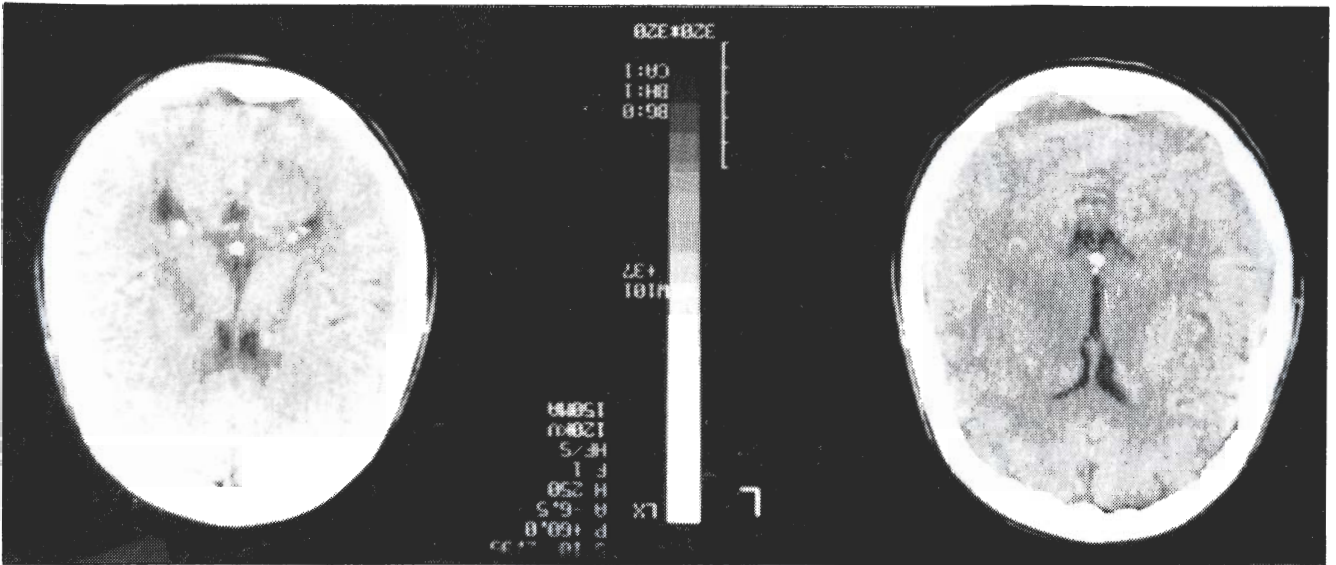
TC-CE (13/12/94). Algumas lesões lacunares dispersas, temporal esquerda e frontal direita. Sem evidência de lesão vascular aguda.
